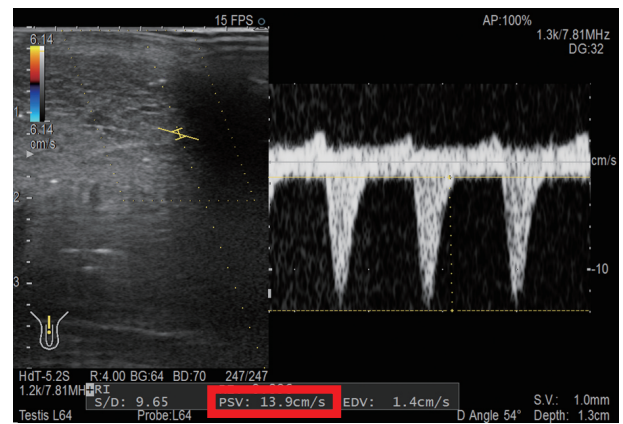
Color Doppler test after intracavernosal injection of prostaglandin E1. Several measurements were performed for both cavernous bodies of the penis. The maximum systolic blood flow velocity was 13.9 cm/s.
